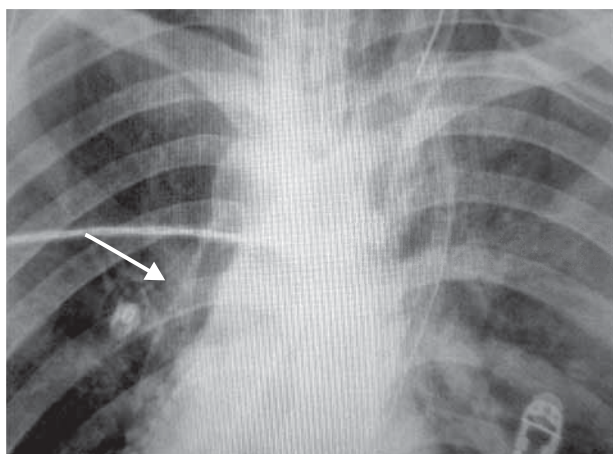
Radiografía PA de tórax donde se observan con mayor claridad datos de neumopericardio con doble contorno de la silueta cardíaca (flecha).
